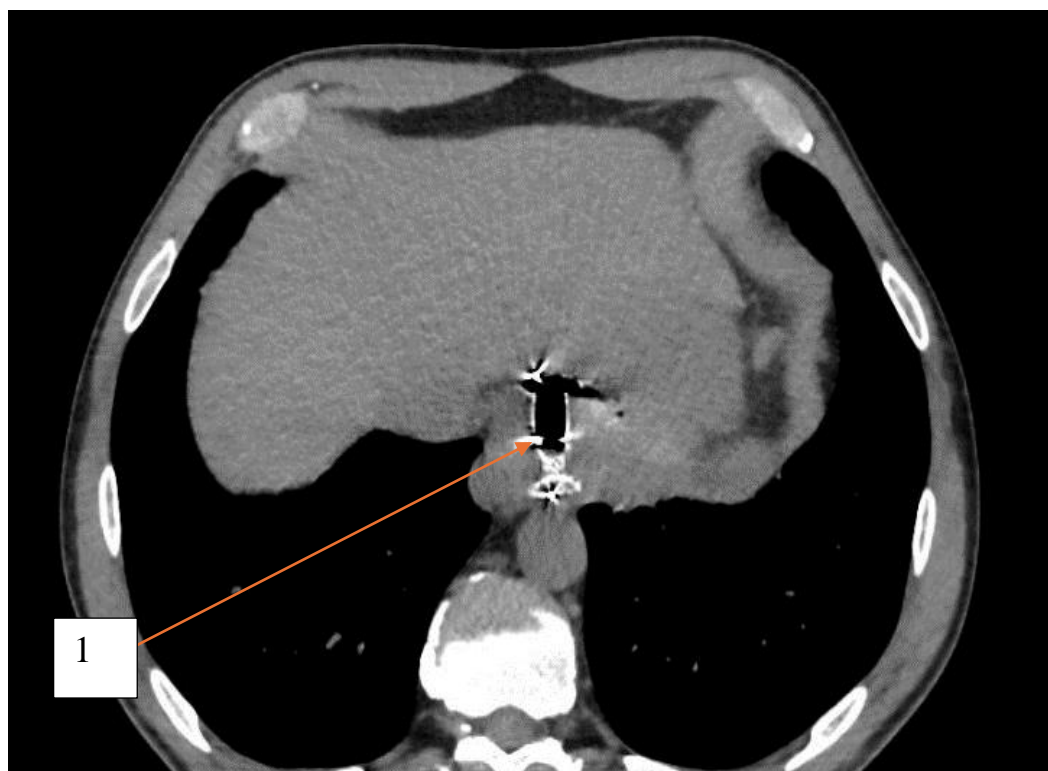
Компьютерная томограмма с пероральным и внутривенным контрастным усилением, пациент К., 54 года, аксиальный срез. 1 – стент на уровне кардиального отдела желудка
